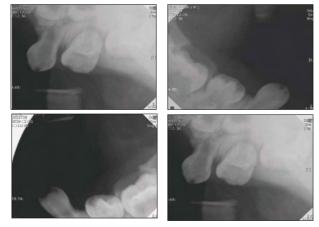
Periapical radiograph: Impacted primary molars with underdeveloped roots.
